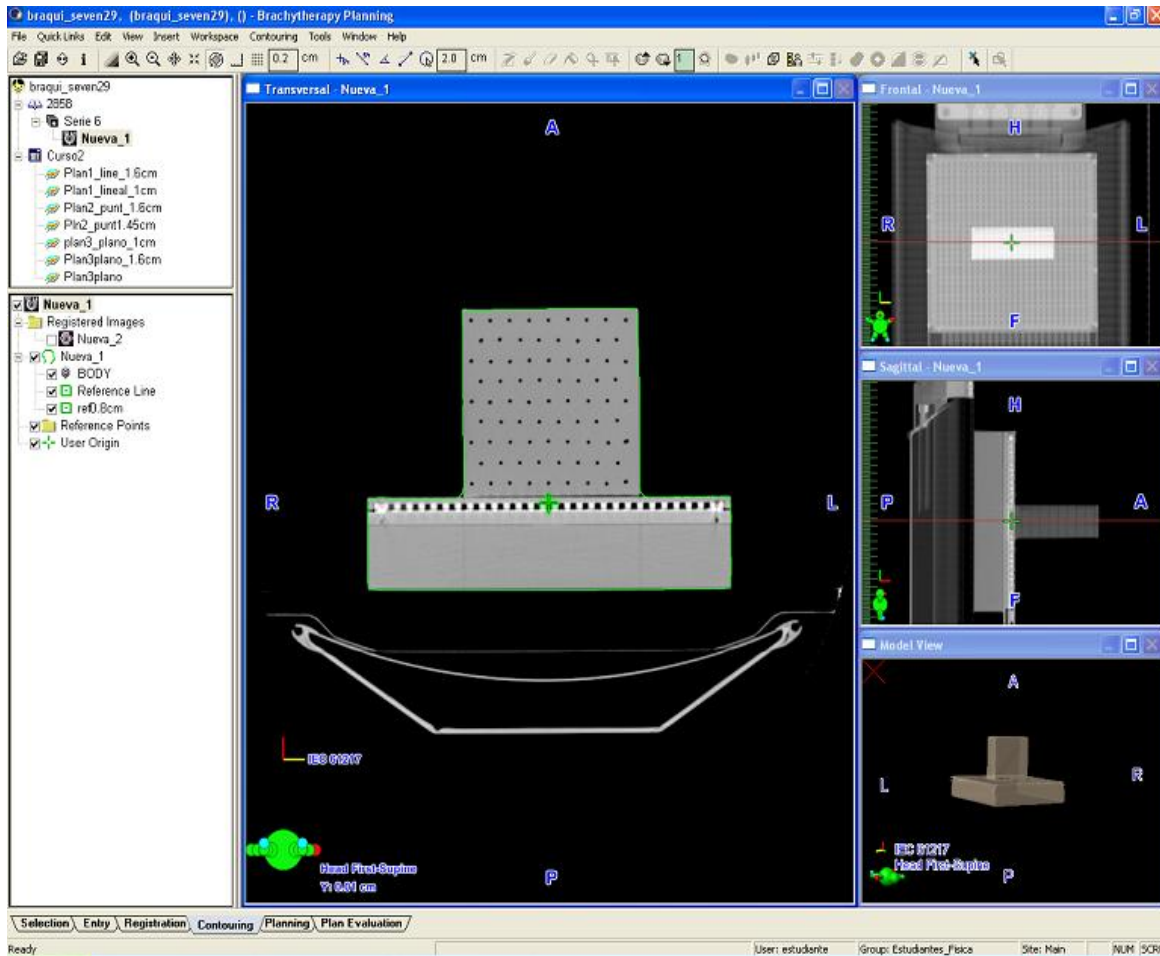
Tomografía para maniquí construido, Corte: Transversal, Frontal y Sagital.
